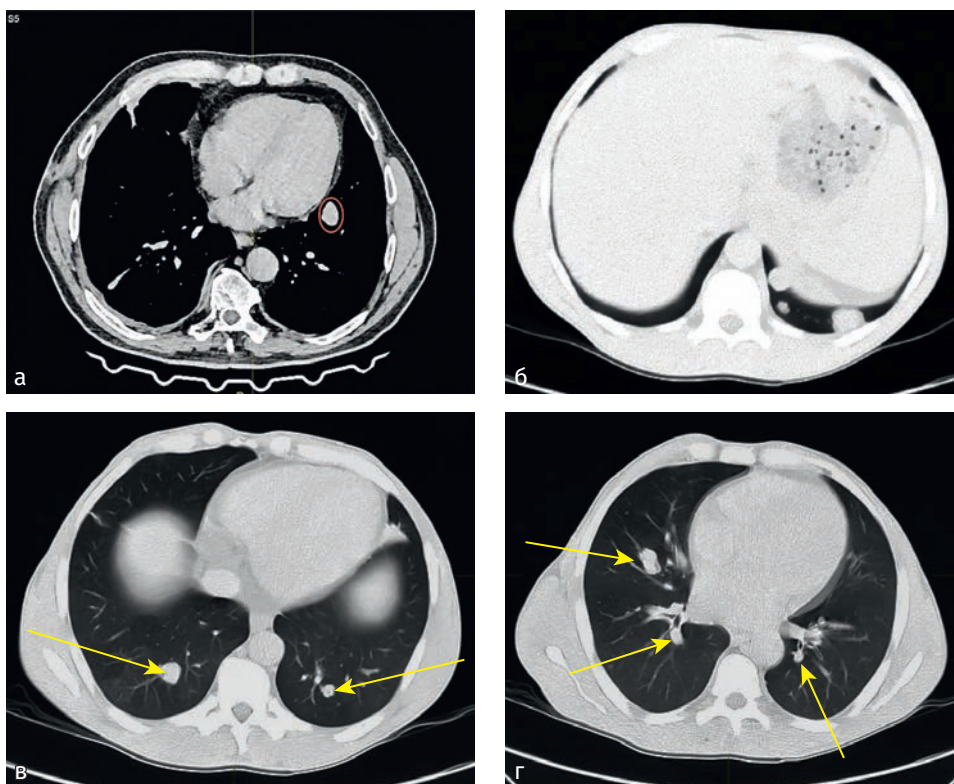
Компьютерная томограмма органов грудной клетки с метастатическим поражением (окружность, стрелки) (а–г)
